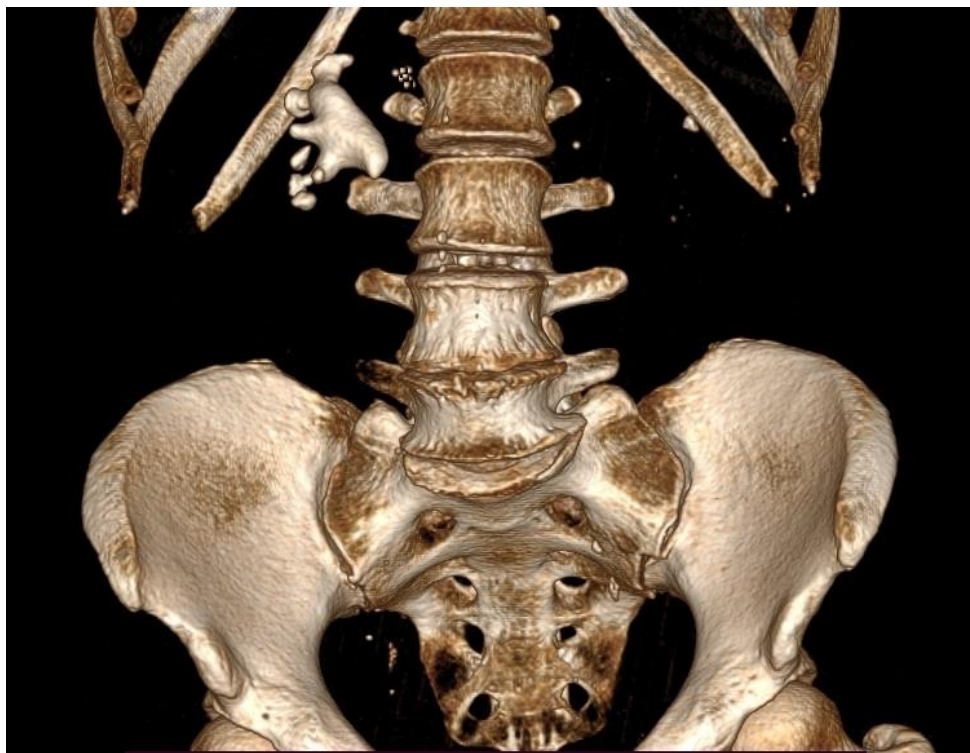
Пациентка Х. 3d-реконструкция при компьютерной томографии: коралловидный камень правой почки
